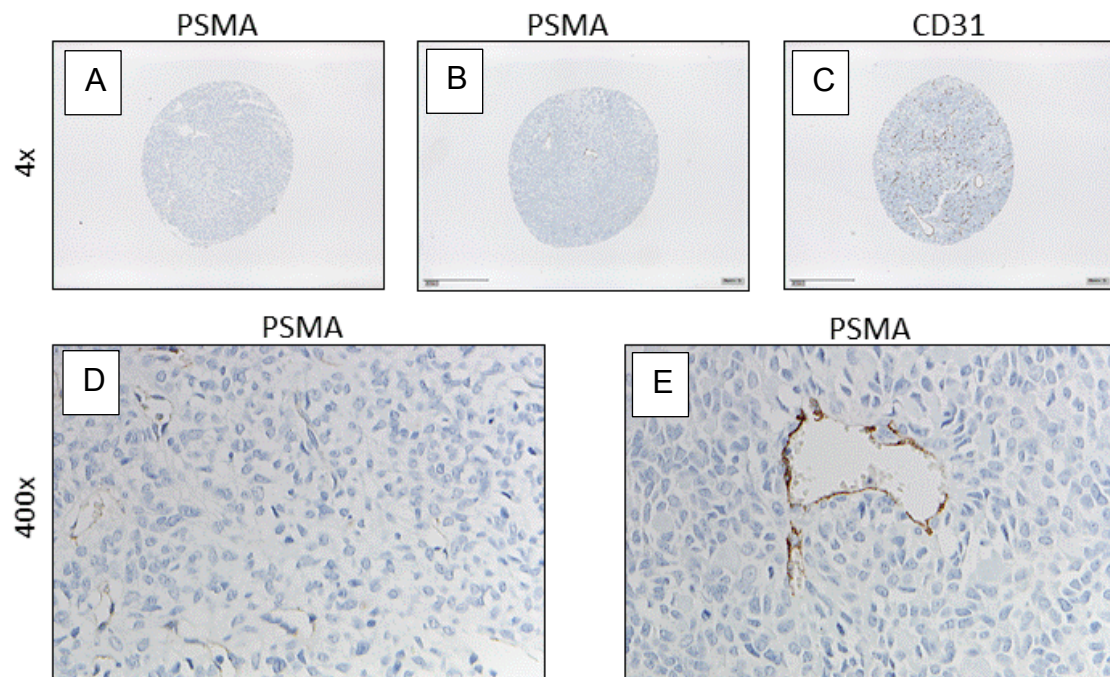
Repräsentative immunhistochemische Färberegebnisse der Studie. In (A) und (D) erkennt man praktisch keine PSMA-Expression (=negatives Färberegebnis). In (B) und (E) sieht man eine starke neovaskuläre PSMA-Expression (=positives Färberegebnis). In (C) ist eine Gegenfärbung mit Antikörpern gegen CD31 (als Gefäßmarker) gezeigt.
